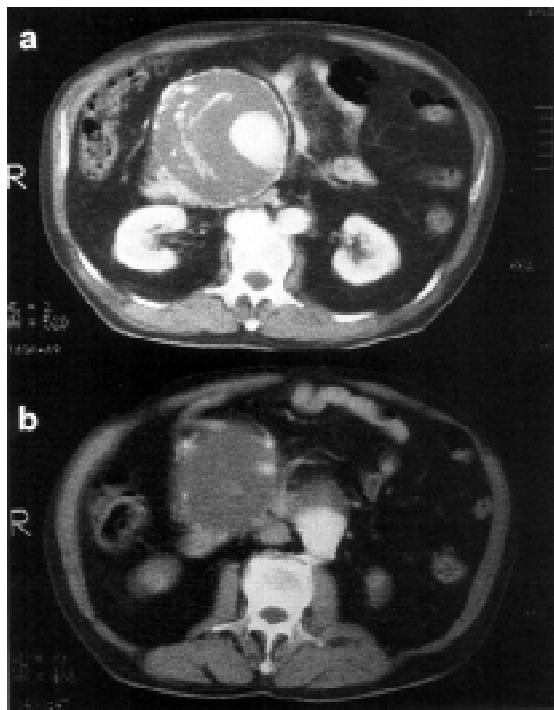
Tomografia abdominal mostrando: a) aneurisma da AMS e b) aneurisma da aorta abdominal e aneurisma da AMS.
